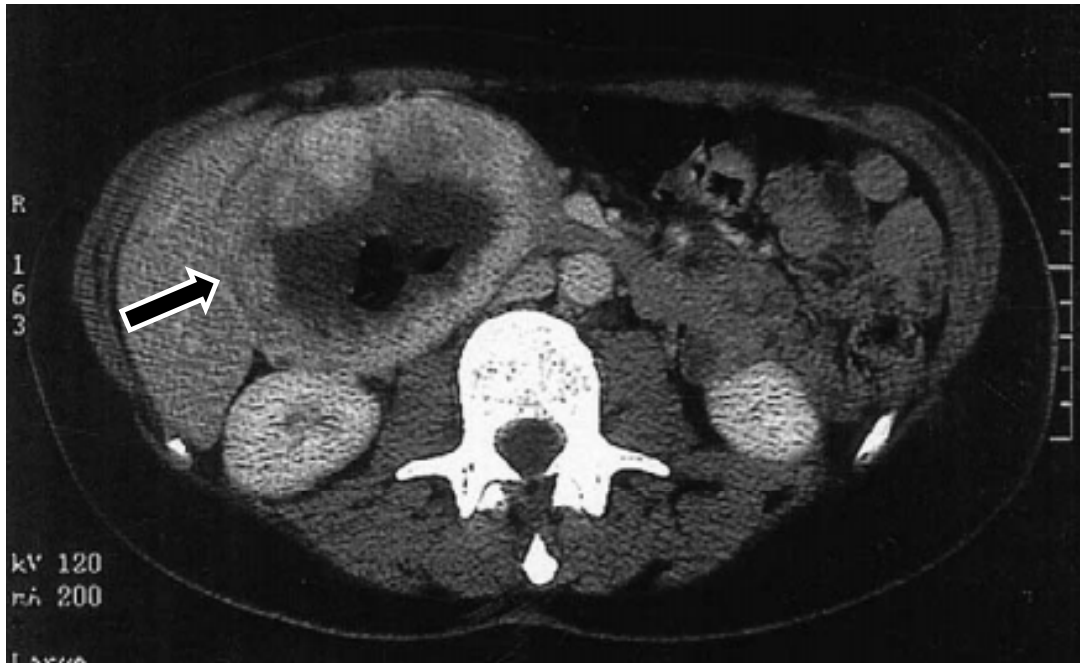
Coupe TDM après injection du contraste. Volumineuse tumeur excavée duodénopancréatique, refoulant le foie vers la droite et la tête du pancréas vers la gauche. GIST duodénale [72].
